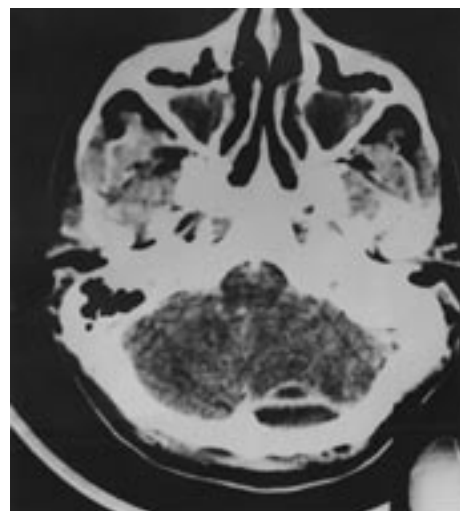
Tomografia computadorizada, após contraste, demonstrando lesão hipodensa na fossa posterior delimitada por cápsula. Mostra também a coleção purulenta em seios maxilares.
